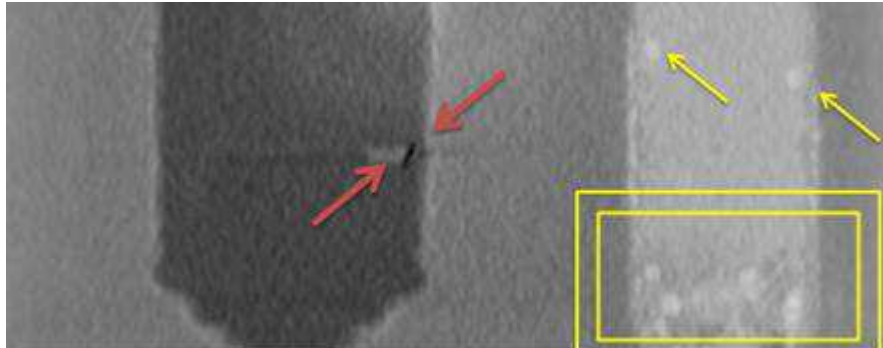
Vista lateral da μ TC por contraste de fase a $M=7.68$.
